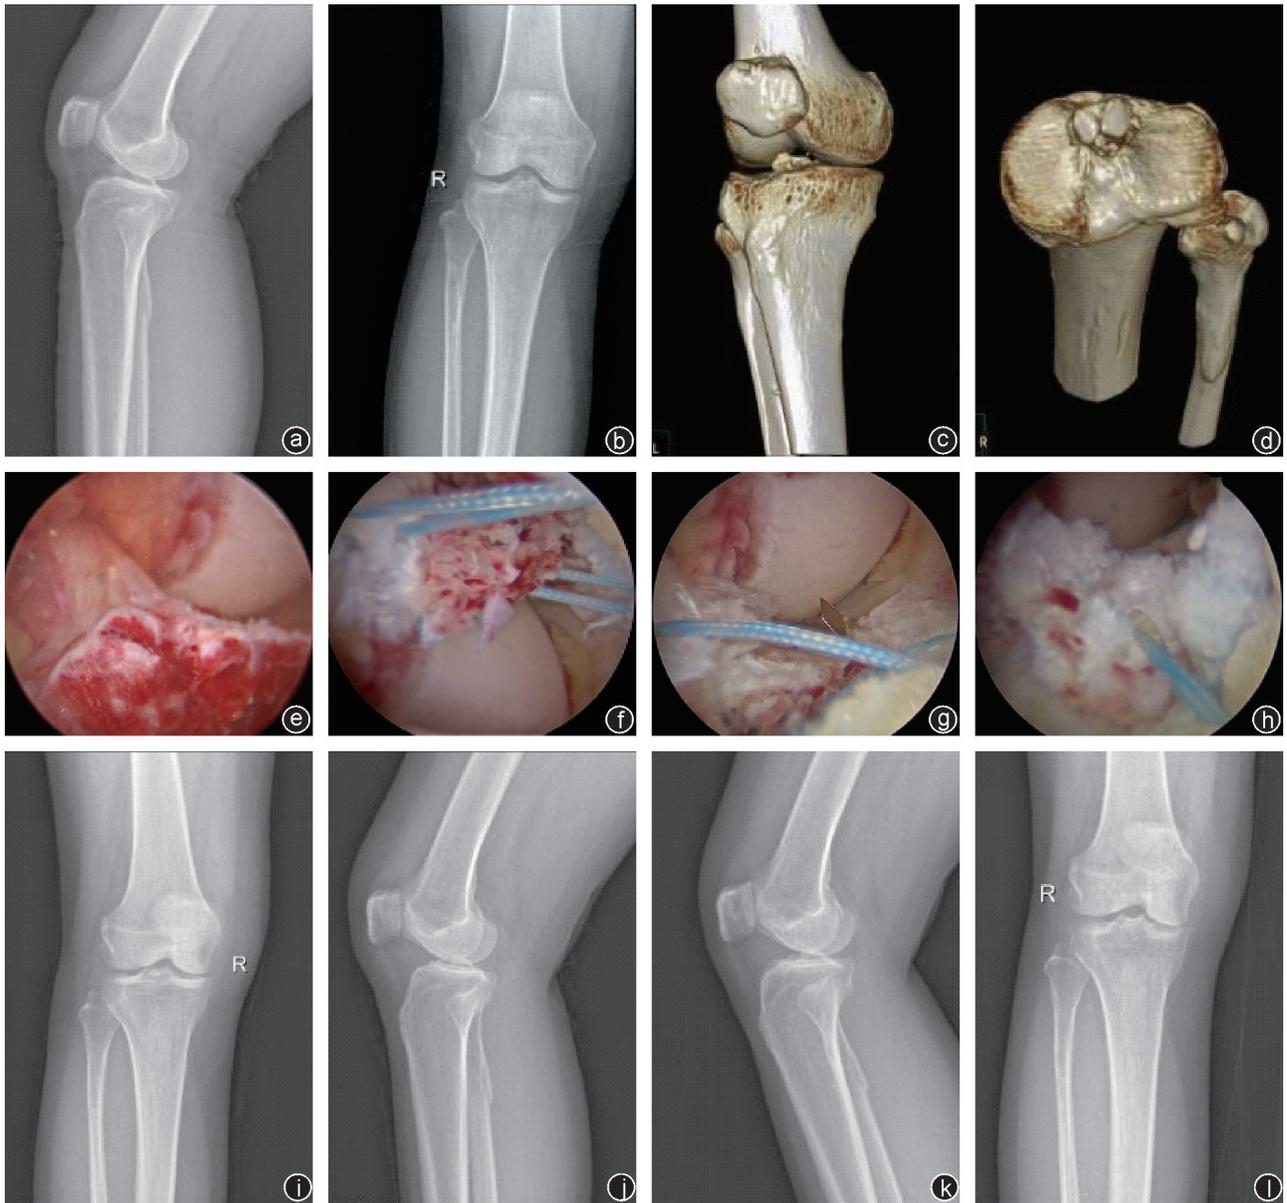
病人,女,46岁,因右膝关节外伤,疼痛、活动受限2 d入院,结合影像学检查入院诊断为右膝关节 ACL 胫骨止点撕脱骨折 a~d:术前X线片及CT见 ACL 胫骨止点撕脱骨折、断端移位;e:关节镜下见 ACL 胫骨止点骨折、断端移位;f:关节镜下爱惜帮缝线缝合;g:关节镜下建立胫骨隧道;h:镜下复位固定骨折;i, j:术后3个月X线片示骨折愈合良好;k, l:末次随访X线片示骨折完全愈合
